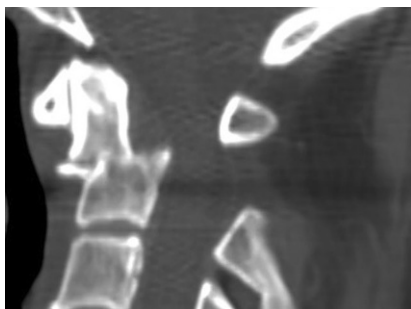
▲ Präoperative CT der HWS mit dem Nachweis einer dislozierten und gestauchten Dens-Fraktur Typ II
